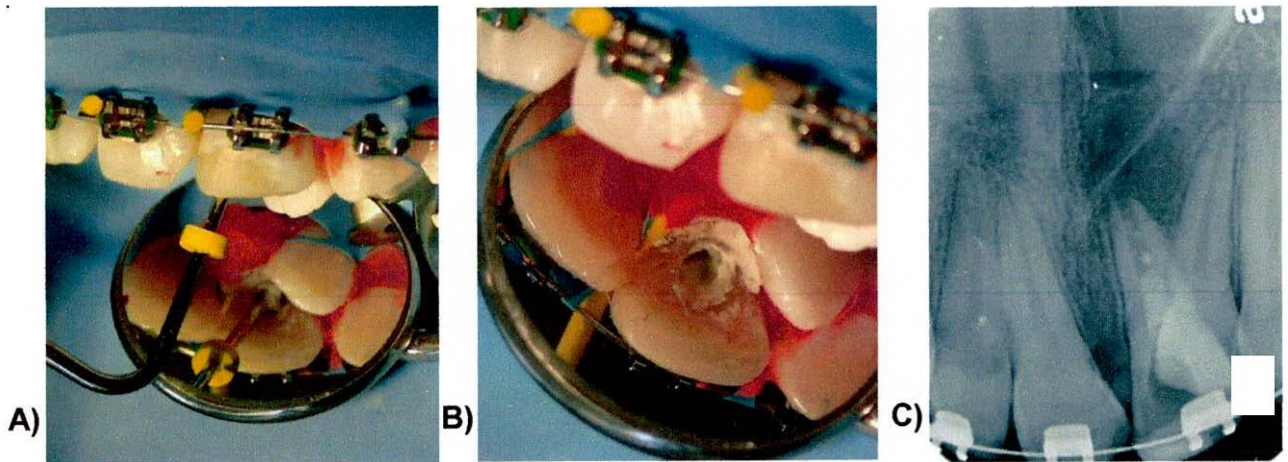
A) Condensación MTA B) MTA dentro del conducto C) Radiografía periapical MTA dentro del conducto
